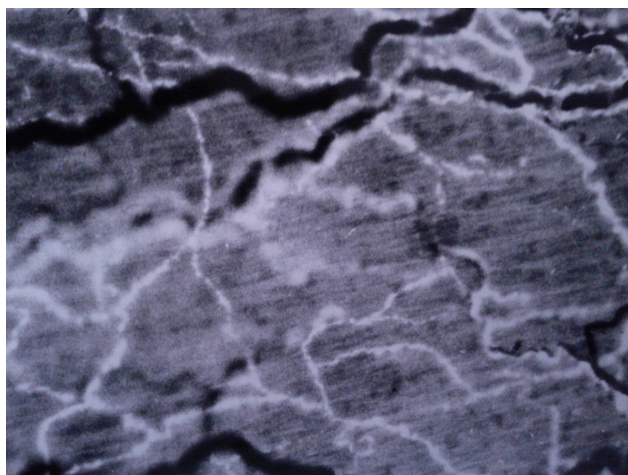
Интоксикация животных фенилгидразином. Кровеносные сосуды почечной лоханки кровенаполнены. Адренергические нервные волокна находятся в диффузионном состоянии. Ув. x1000
